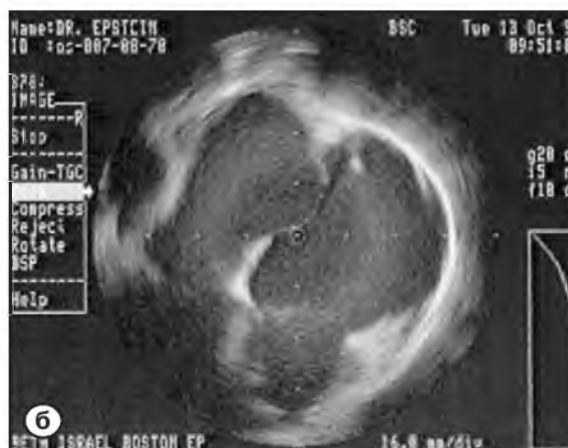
Флюороскопический контроль внутрисердечного эхокардиографического исследования (а), внутрисердечная ЭхоКГ(б). Ультразвуковой датчик расположен рядом с МП
